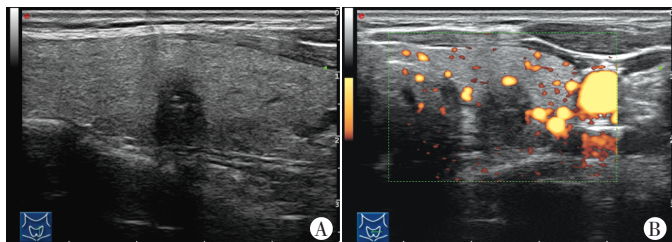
PTMC 常规超声图(TI-RADS 4 类)
